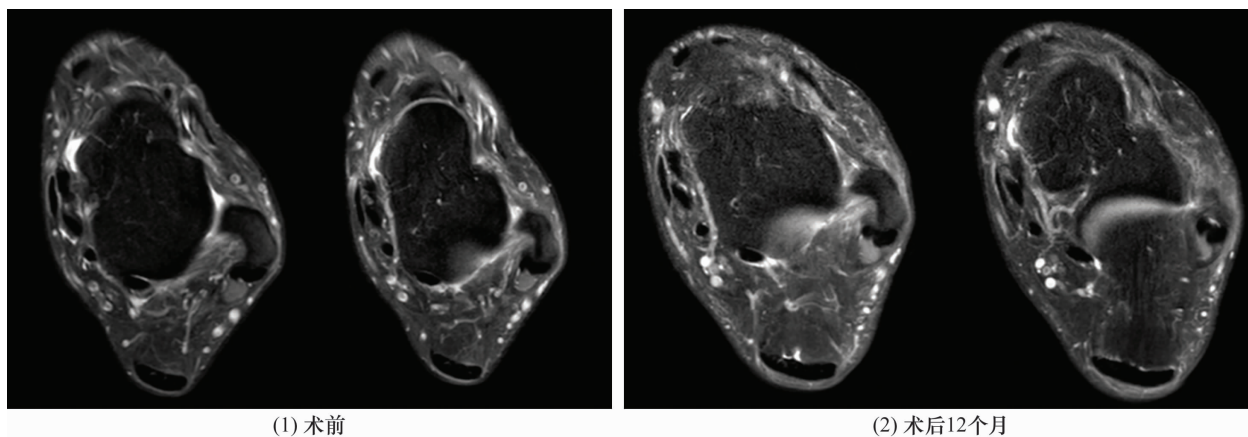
距腓前韧带损伤关节镜下改良 Broström 手术前后横断位 MRI
